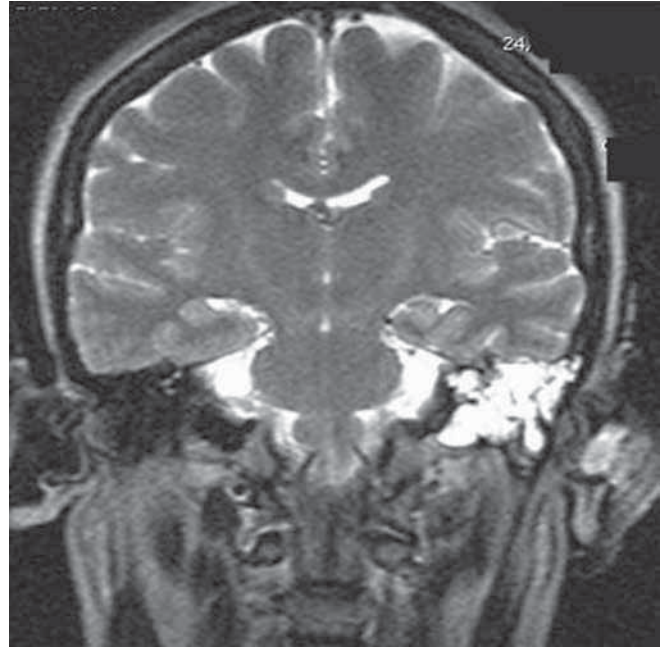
Resonancia magnética craneal.
